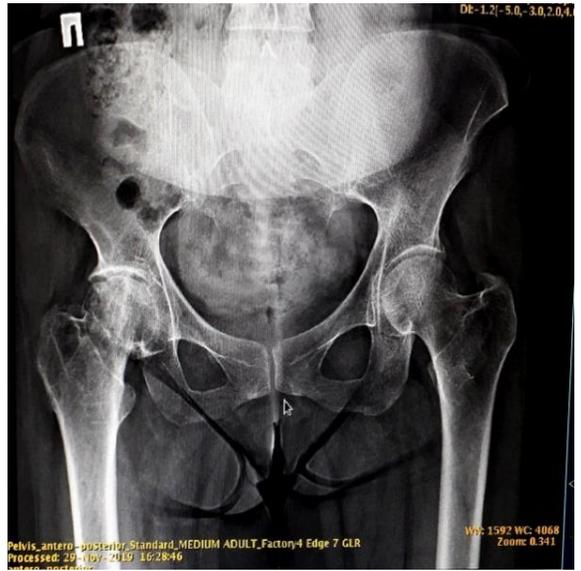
Б.З. Рентгенограмма женщины 59 лет.
